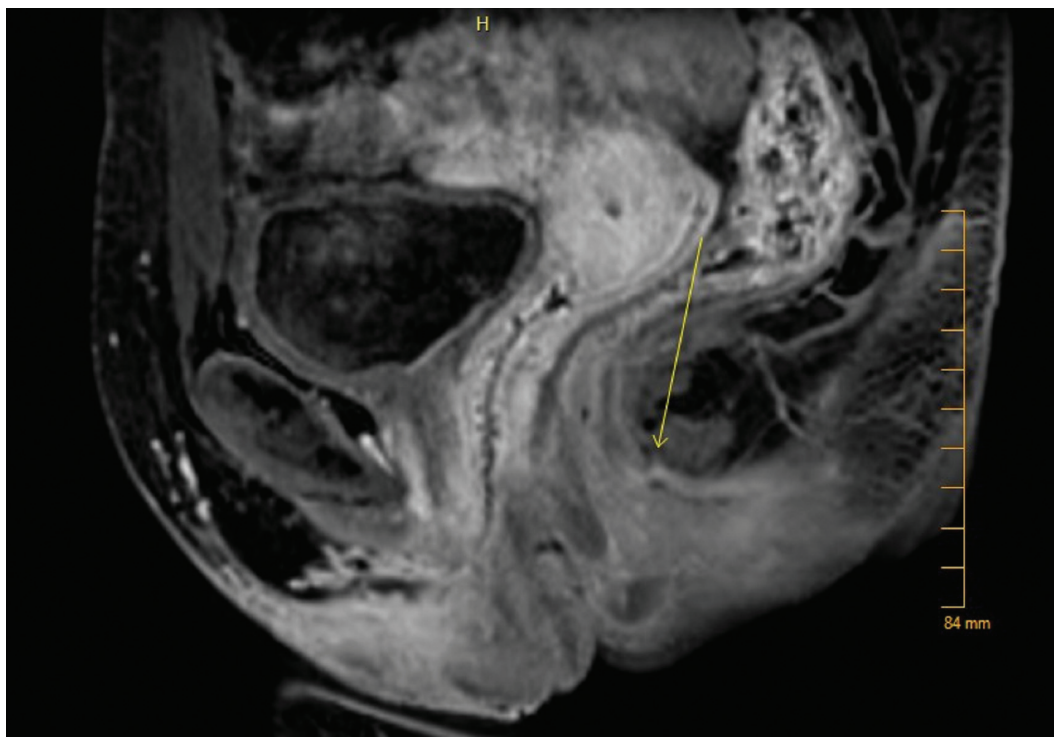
IRM pelvienne retrouvant un aspect de fistule transrectale.
